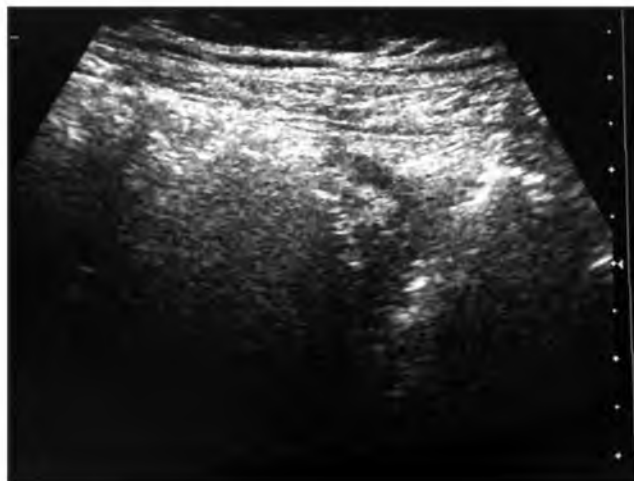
УЗИ брюшной полости. Признаки воспалительных изменений слепой, восходящей ободочной кишки (слабо положительная динамика).
